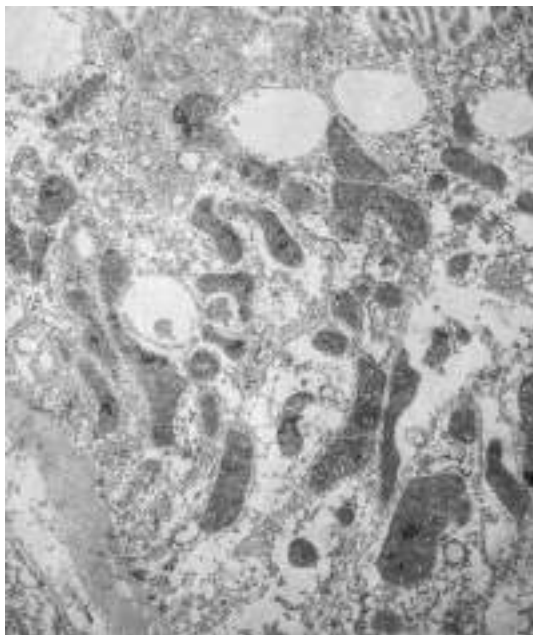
Состояние ренальной паренхимы после 60-минутной тепловой ишемии и 60-минутной реперфузии почки на фоне использования Лазикса. Контрастирование в спиртовом растворе ацетата уранила и водном растворе цитрата свинца ($\times 20\ 000$)
